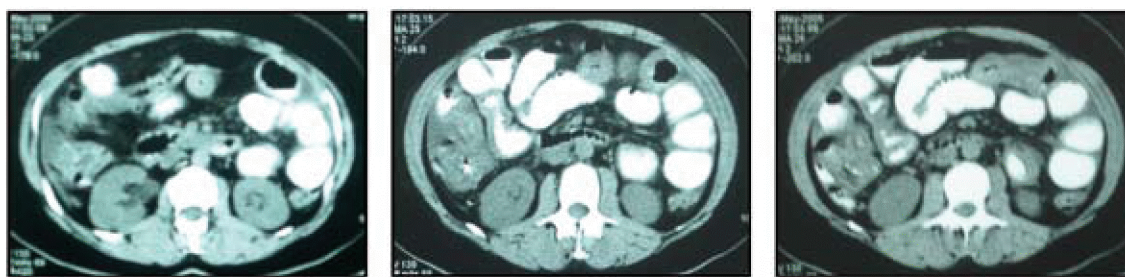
Tomografia computadorizada abdomino-pélvica revelando espessamento parietal das ansas ileais distais, cego e cólon ascendente em doente com gastreenterite eosinofílica.
